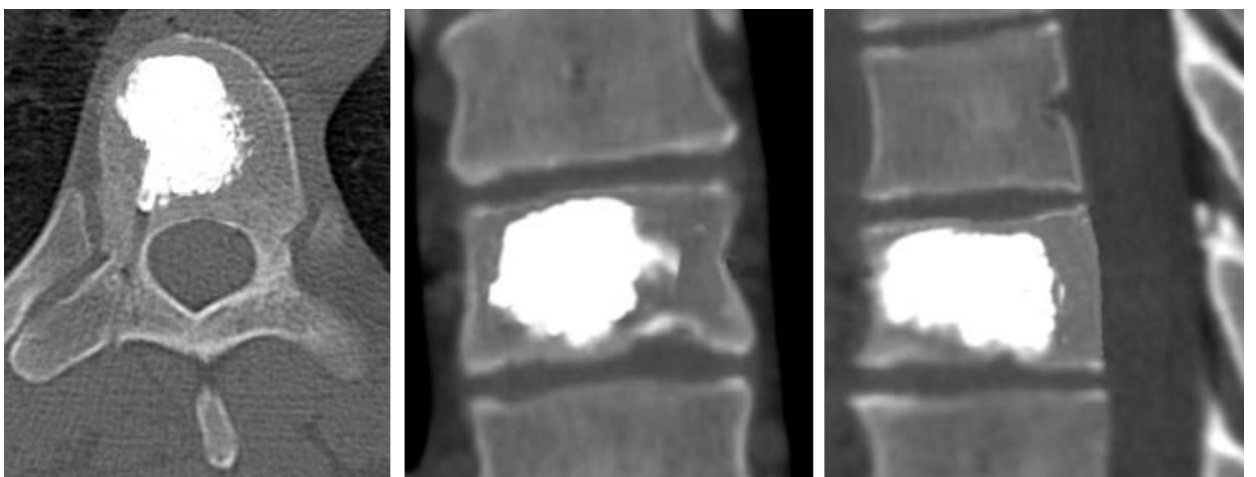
КТ-сканы Th7 позвонка больного В. после операции
